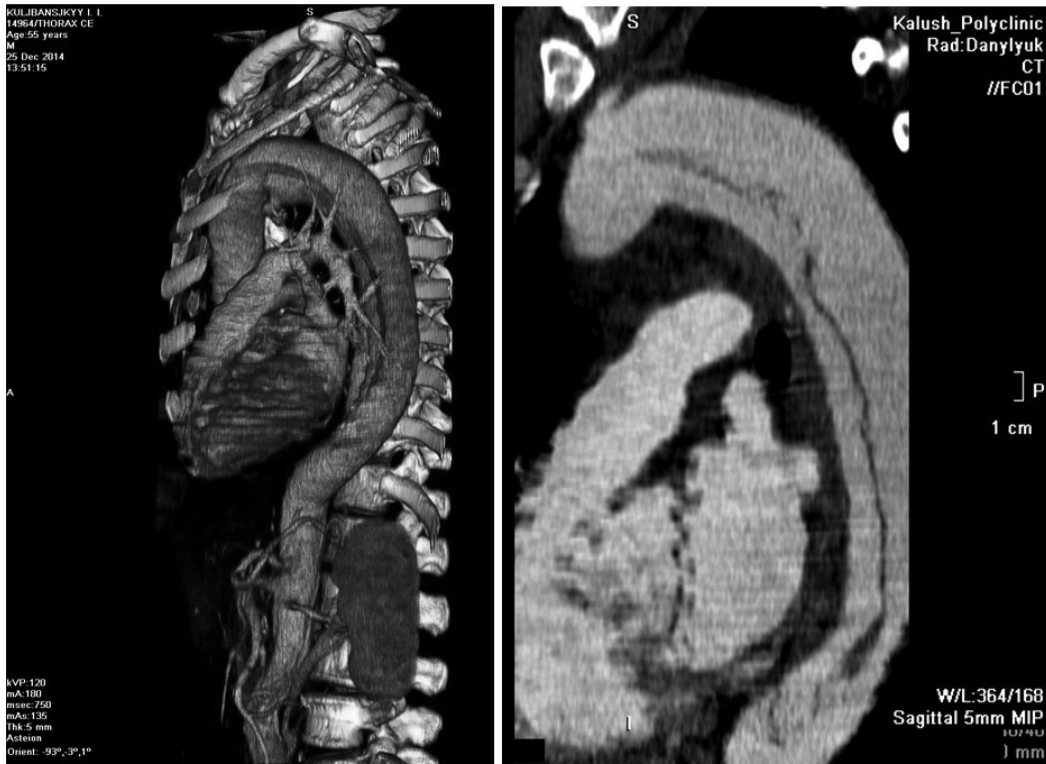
МСКТ аорти з мультипланарною і 3D-реконструкціями у пацієнта з розшаруванням аорти II В типу.
